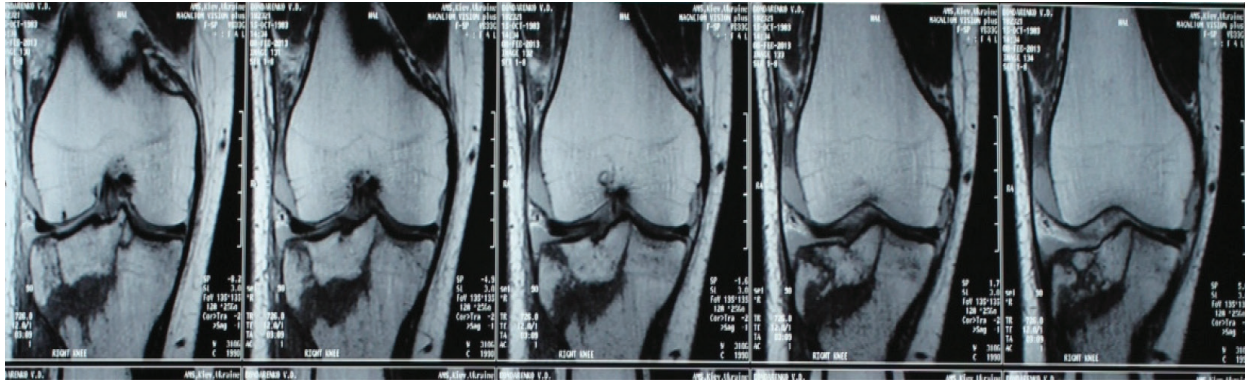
МРТ: ушкодження переднього рогу латерального меніска, пошкодження хряща латеральної частини плато великогомілкової кістки, порушення цілісності латерального виростка великогомілкової кістки
